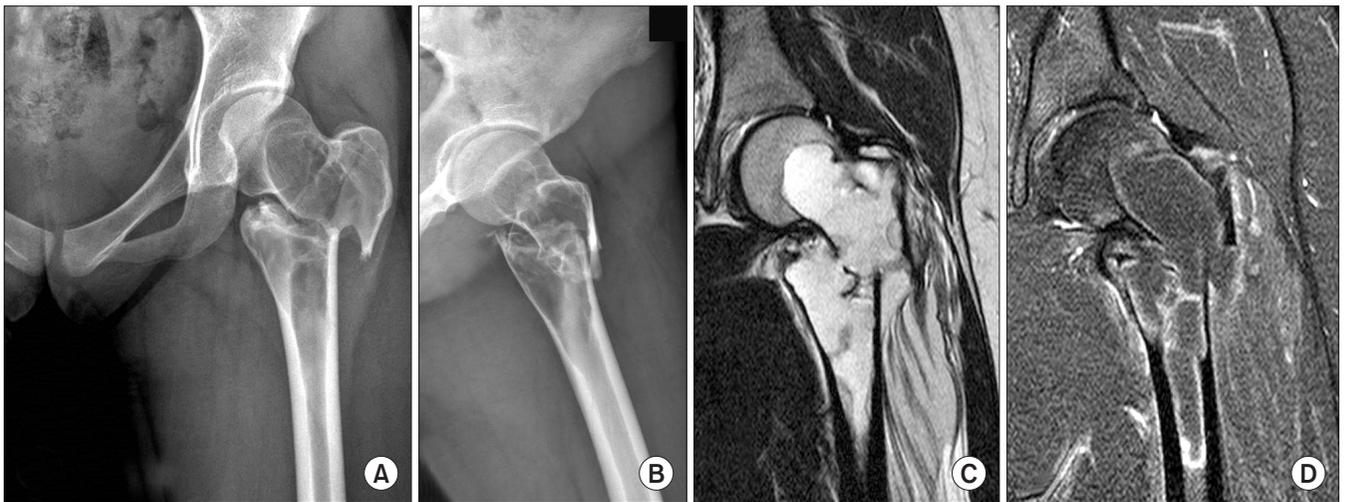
Preoperative anteroposterior (A) and lateral (B) radiographs show a large, multiseptated osteolytic lesion centered around the proximal femur with a displaced intertrochanteric fracture. T2-weighted coronal magnetic resonance image shows a well-defined high signal lesion and subtle fluid-fluid levels within the expansile mass (C) and peripheral enhancing rim with gadolinium (D).
